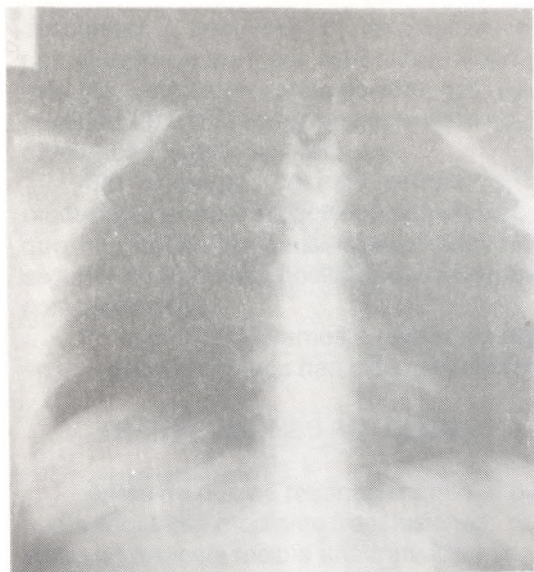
RADIOGRAFIA DE TORAX AL SER DADA DE ALTA LA PACIENTE. SE APRECIA LA DESAPARICIÓN DEL HEMOPNEUMOTORAX Y LA AUSENCIA DE LA COSTILLA CERVICAL PRESENTE EN LA FIGURA No. 1.
